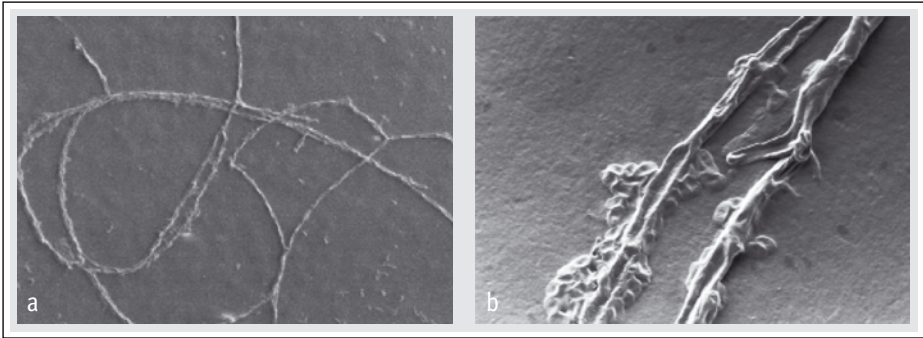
Explantierte IOL Nr. 1, a) feine Risse, b) flächenförmige Ablagerungen, c) Röntgenspektroskopie
